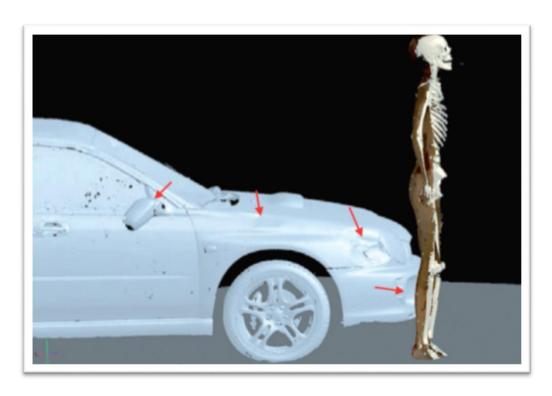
Reconstrucción de un accidente de tránsito en el cual un peatón murió atropellado por un automóvil. Esta imagen muestra la reconstrucción resultante del momento del impacto. Los daños externos del cuerpo y del vehículo fueron obtenidos por escaneo de superficie, y los hallazgos internos por TC y RM. El modelo 3D del esqueleto, generado por TCM, y el modelo 3D de la superficie del cuerpo (visible en la parte posterior de la persona) fueron comparados con los daños del vehículo (flechas)
